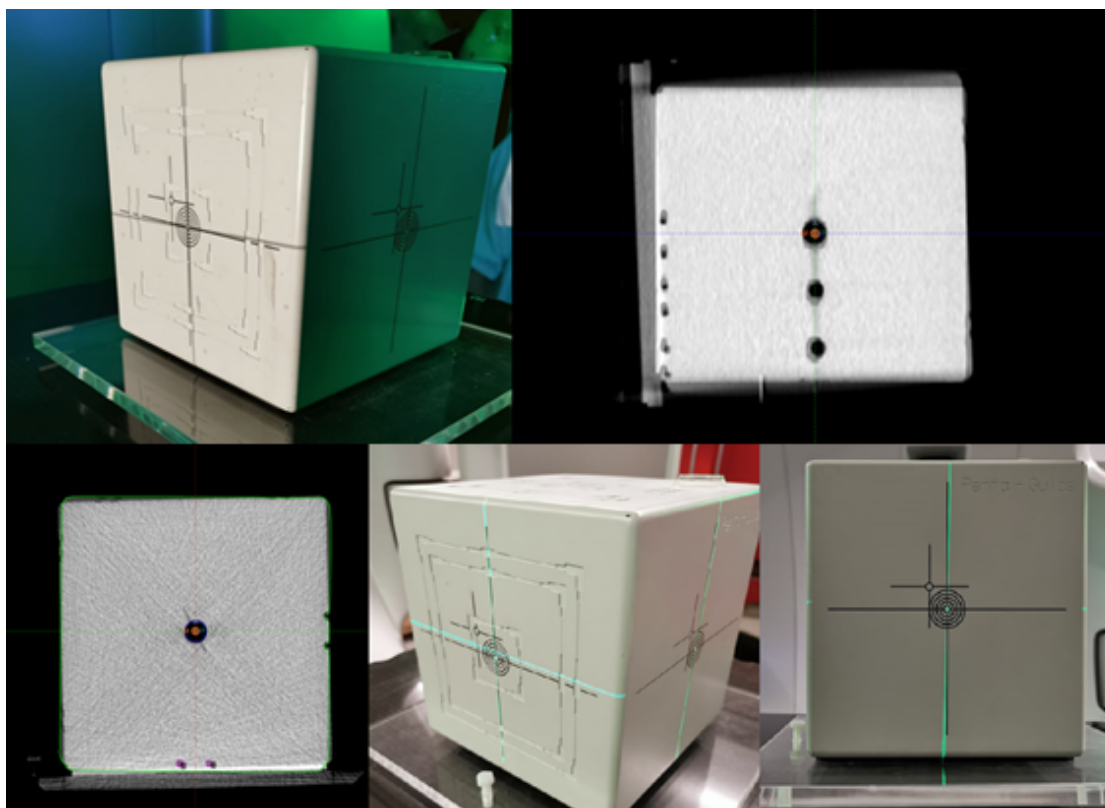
Sup izq, colimador girado 2° que indica el desnivel necesario en la plataforma. Sup dcha, comparación de CBCT con imagen de referencia en el pitch. Inf izq, Comparación de CBCT con imagen de referencia en el roll. Inf centro y derecha, plataforma desnivelada para obtener un roll de $1,45^\circ$.
